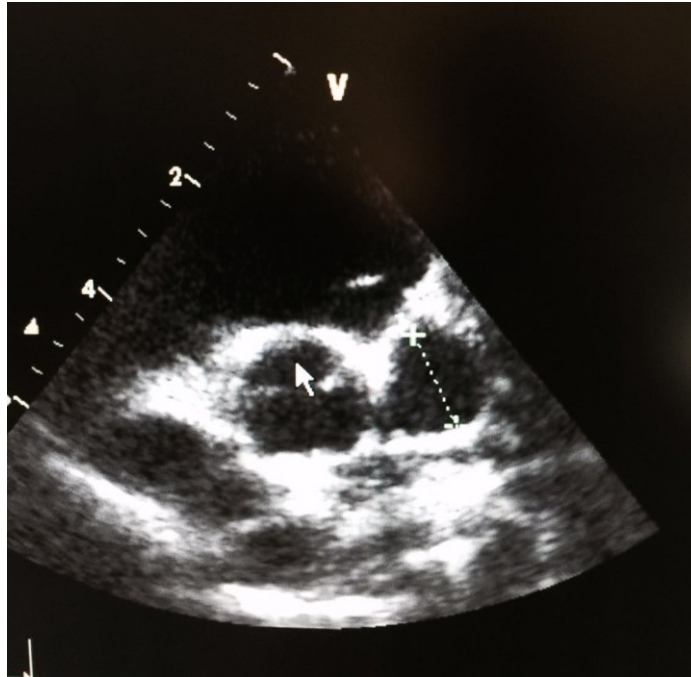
Echocardiographie 2D montrant une dilatation de la coronaire gauche de 6 mm
